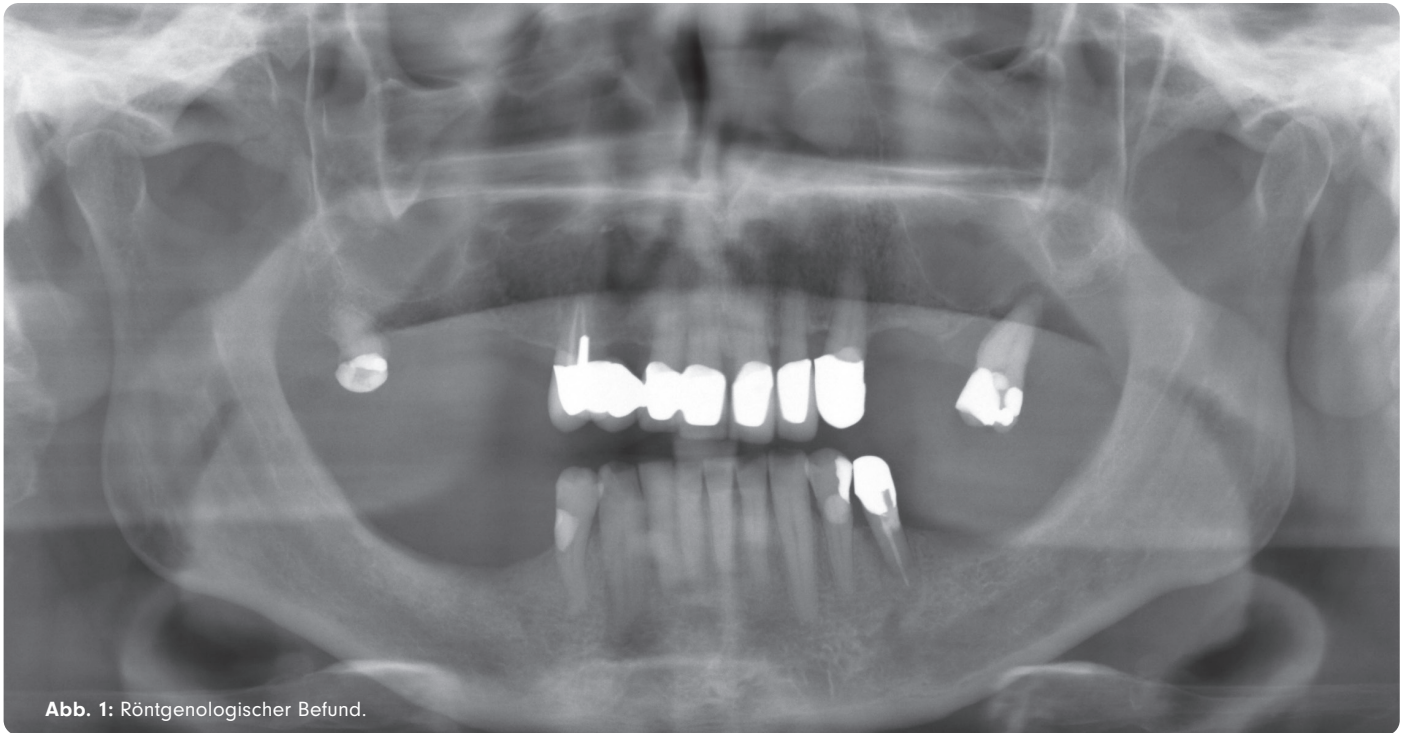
Röntgenologischer Befund.
